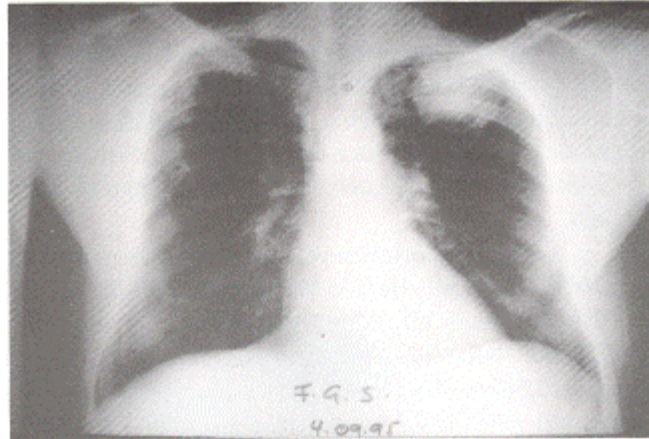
Radiografia de torax evidenciando nódulos pulmonares bilaterais.
